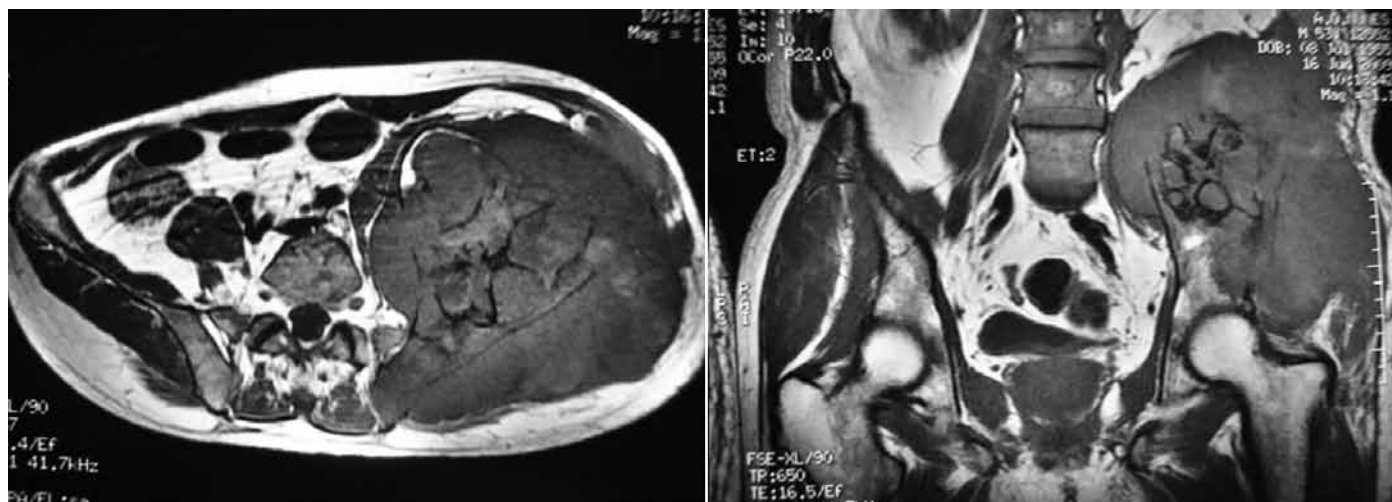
Ressonância magnética evidenciando extensa lesão expansiva da asa do íliaco esquerdo com invasão muscular e nervosa.
